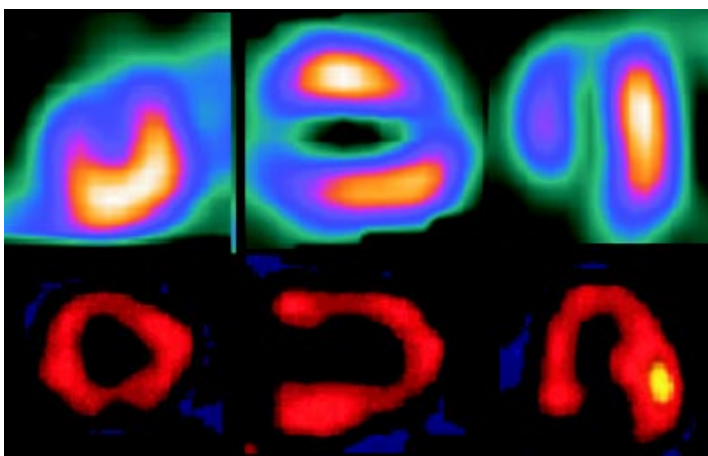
Estudio de SPECT con Tecnecio 99m-SestaMIBI (Parte superior donde se observa un defecto de perfusión importante de localización anteroseptal y apical en el eje corto y ejes largos vertical y horizontal con lo que se establece el diagnóstico de necrosis en esa zona. El estudio de FDG en la parte inferior, realizado al mismo paciente (con diferencia de una semana entre uno y otro), muestra actividad metabólica importante en la región anteroseptal y apical demostrando presencia de tejido viable en la zona considerada como necrótica con el estudio de perfusión miocárdica.
